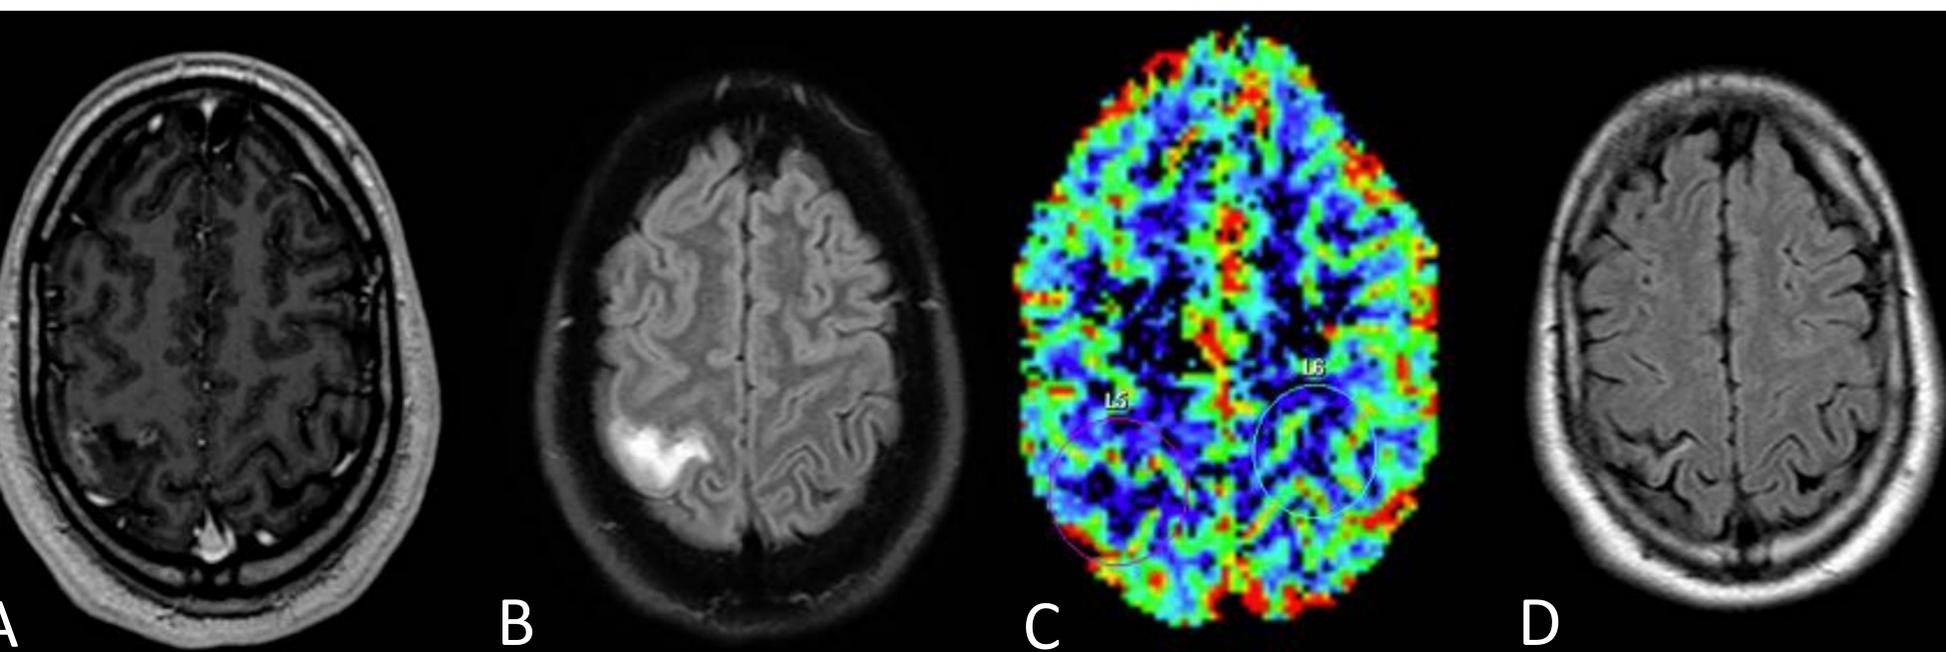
Hombre de 37 años con angeítis primaria del SNC. A) Axial T1 SPGRE post contraste, B) Axial T2/FLAIR SPIR y C) mapa de perfusión perfusión rCBV T2* (A-C estudio inicial de 2012) y D) Axial T2/FLAIR, estudio de seguimiento en 2017.
